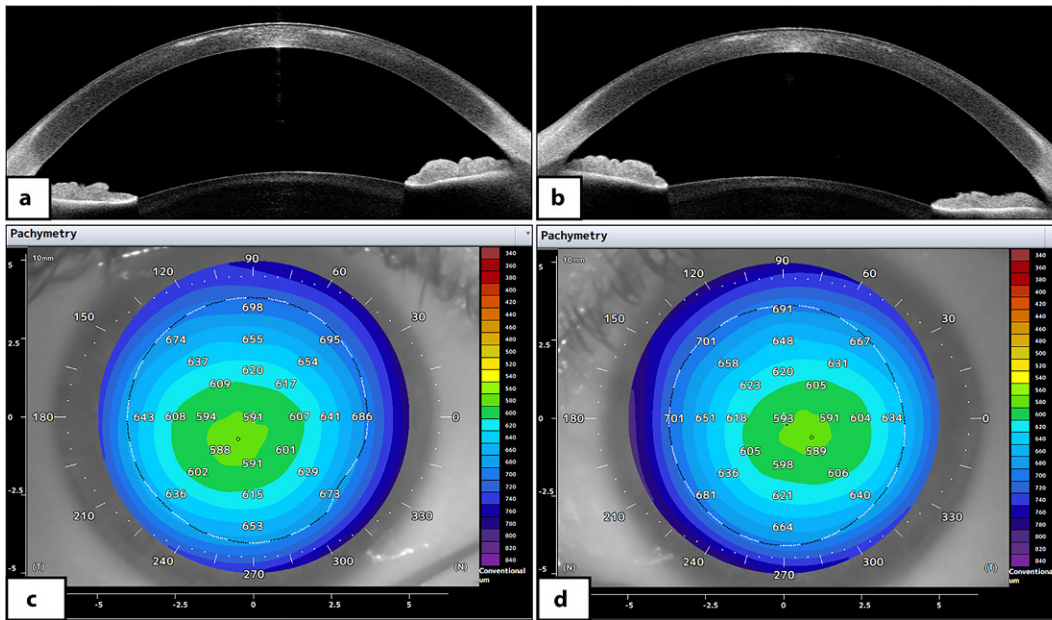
◀ Optische Kohärenztomographie des vorderen Augenabschnitts im Alter von 8 Jahren. a, b Die kristallinen Ablagerungen sind beidseits oberflächlich im Stroma lokalisiert. Am rechten Auge (a) erstrecken sie sich bis in die anteriore 120 µm, am linken Auge (b) bis in die anteriore 180 µm. c, d Die Pachymetrikarten zeigen eine zentrale Hornhautdicke von 591 µm am rechten Auge (c) und 593 µm am linken Auge (d)
